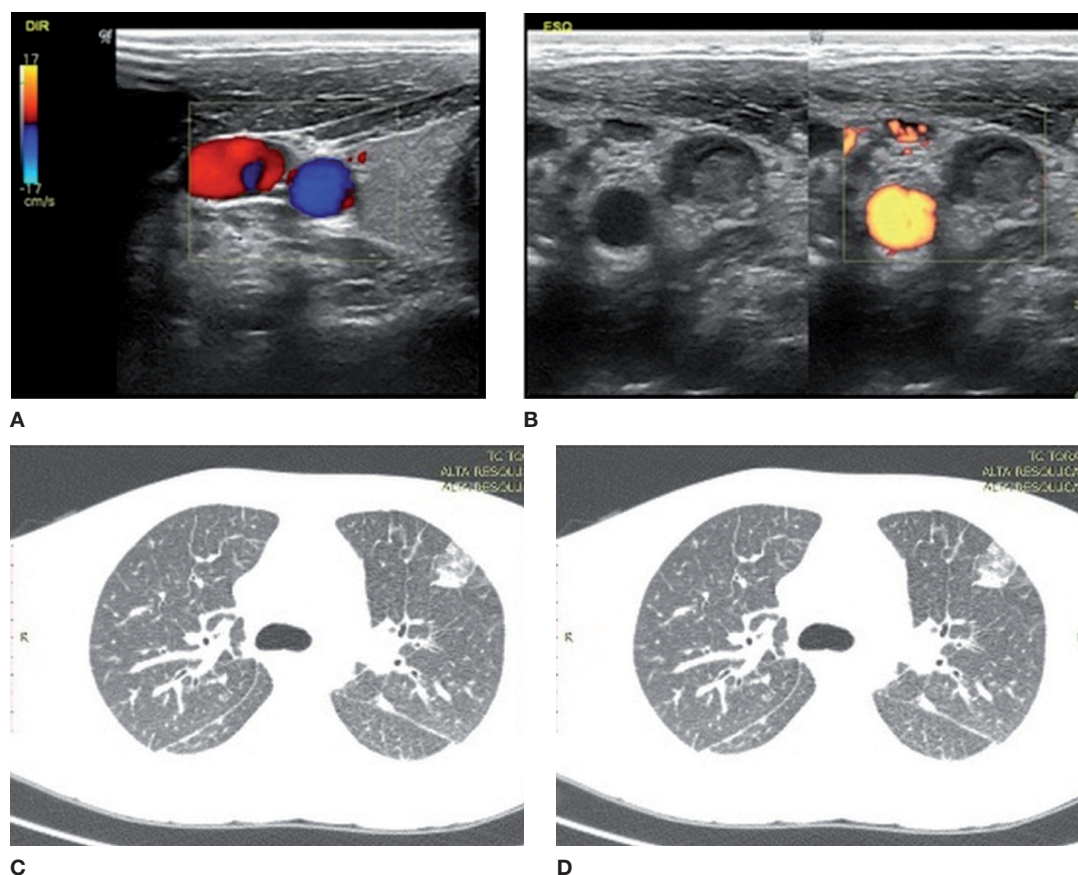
A, Ultrassonografia com *doppler* cervical direito com fluxo vascular normal. B, Ausência de fluxo em veia jugular interna esquerda. C, Tomografia computadorizada de tórax com múltiplos nódulos em parênquima pulmonar. D, Aspecto de vidro fosco em bases.
